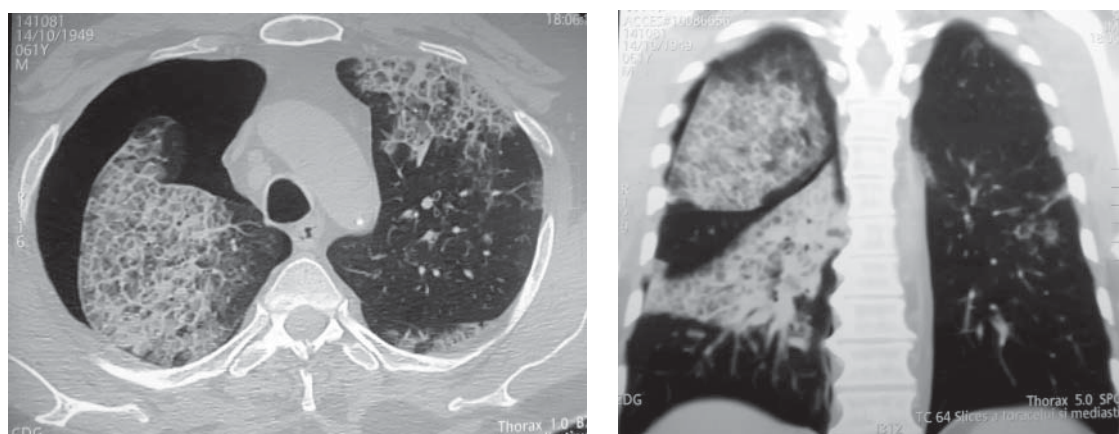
HRCT pulmonară, efectuată peste un an de la prima (4.V.2011), prezintă extinderea ariilor cu leziuni pulmonare tip “piatră de pavaj” atât pe dreapta, cât și pe stânga, pneumotorax pe dreapta. Remarcăm colabare parțială a plămânului drept din cauza condensării extinse a acestuia.
